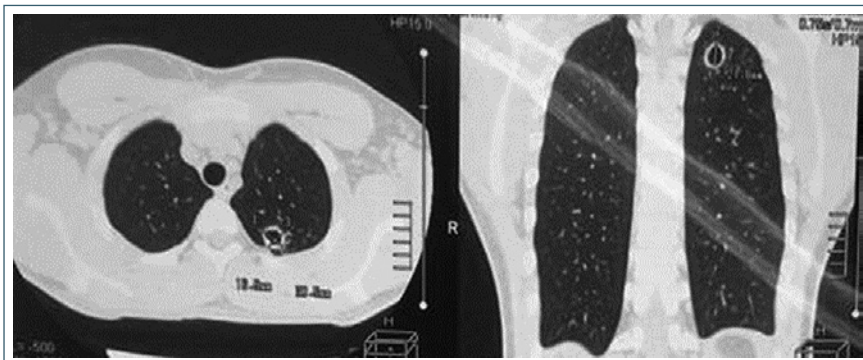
Коронарный срез (легочное окно) КТ ОГК пациента Н. при поступлении в клинику
